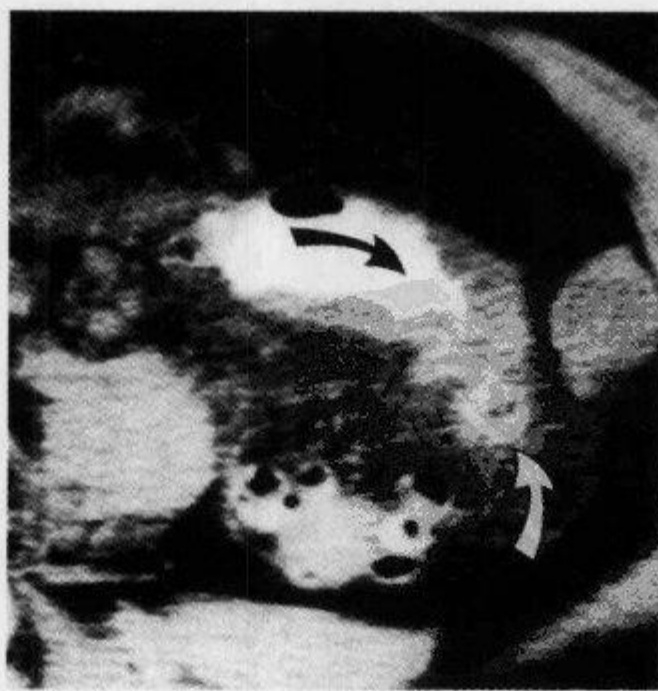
结肠憩室炎,横断 CT 扫描示箭头征
